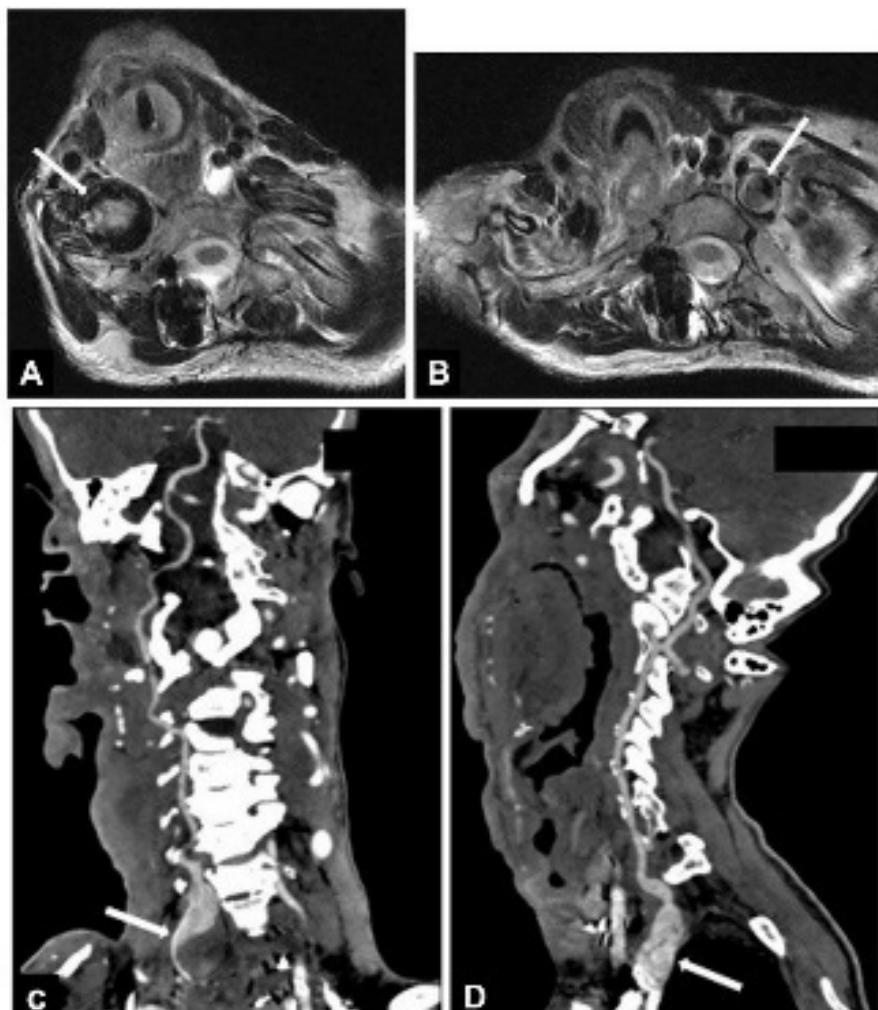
RMN de columna cervical, secuencias T2 axiales revelan masas contiguas a (A) la AV derecha como (B) a la AV izquierda. ATC de la región cervical muestra (C) un aneurisma fusiforme parcialmente trombosado de la AV derecha de 2.6 x 2.8 cm en sus longitudes axiales máximas y 4.3 cm en su longitud craniocaudal máxima, con extensión desde C5 a T2, y (D) un aneurisma fusiforme de la AV izquierda de 1.5 x 1.5 cm en sus longitudes axiales máximas y 3.5 cm en su longitud craniocaudal máxima, con origen en los niveles T1-T2.
